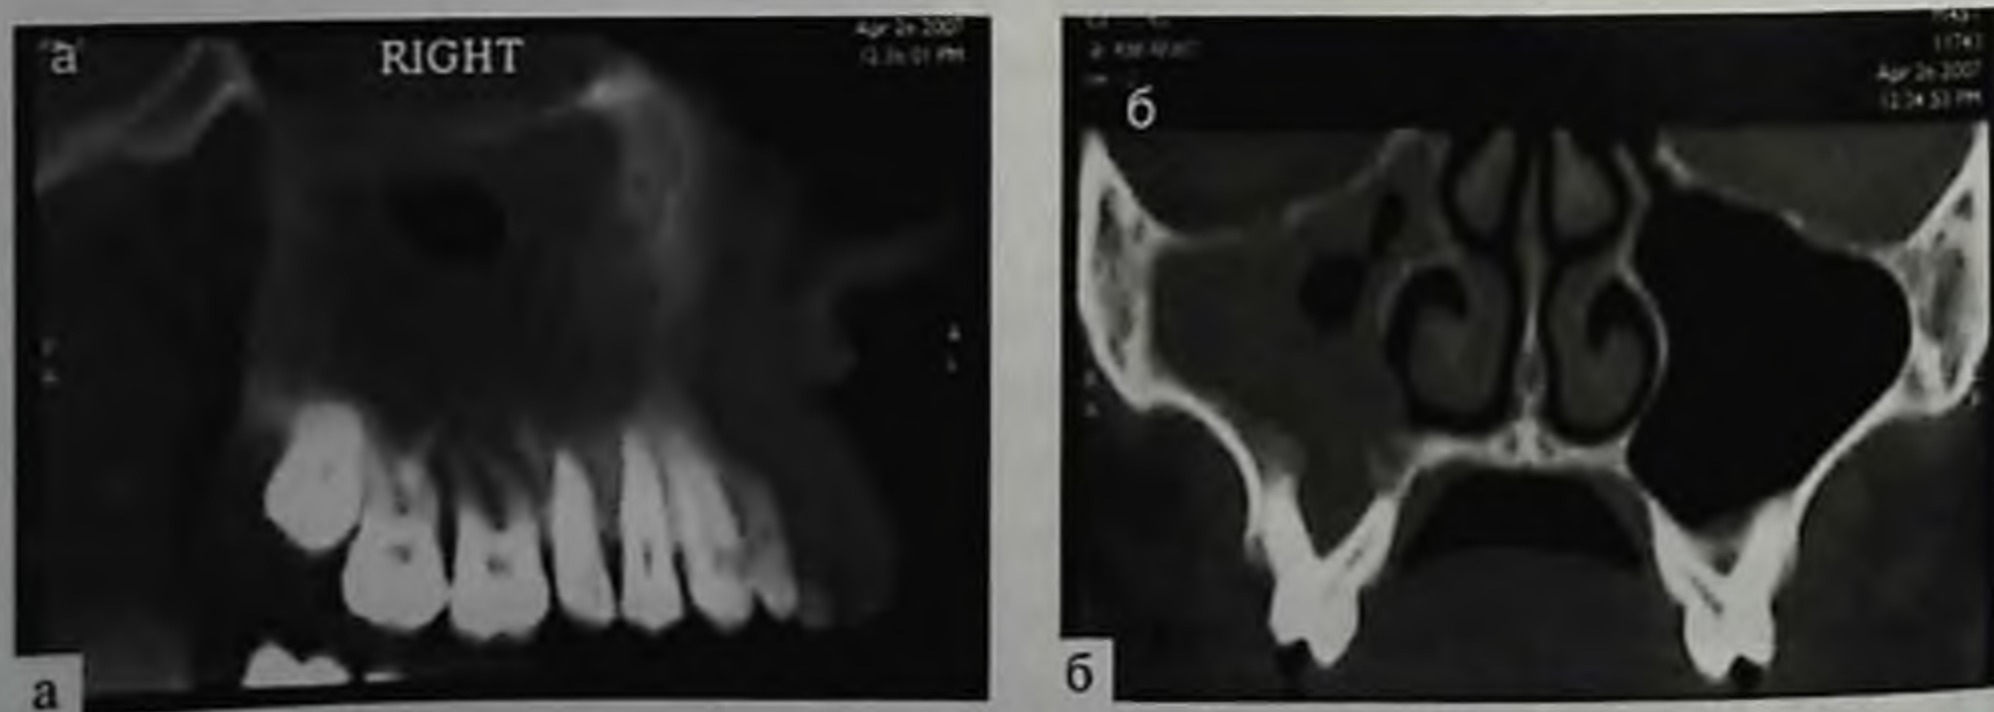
Компьютерные томограммы (а, б). Верхнечелюстной синус справа заполнен полипами. Пародонтит тяжелой степени в области 16, 17 зубов
